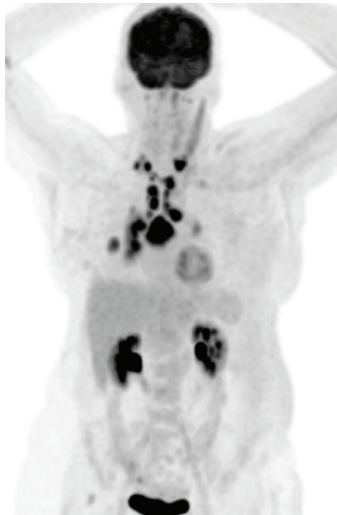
Imagem volumétrica do PET FDG demonstrando lesão no lobo inferior do pulmão direito e múltiplas adenopatias hilares, mediastinais e supraclaviculares bilateralmente.
